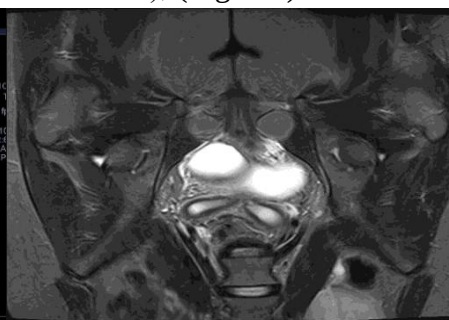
IRM, T2W, două corpuri uterine separate și două canale cervicale
